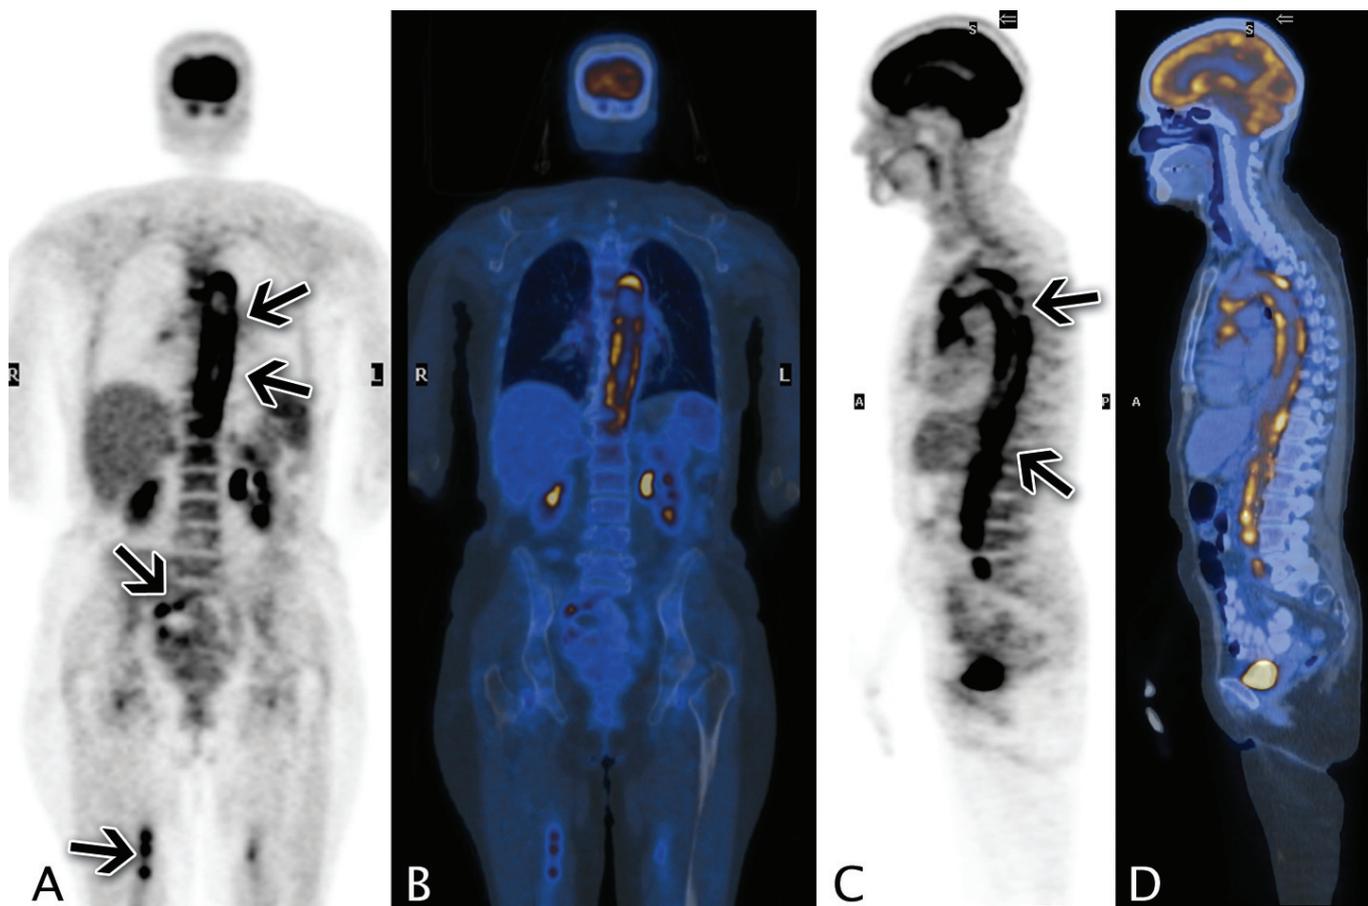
Imagem coronal (A) e sagital (C) de FDG PET e as imagens correspondentes de PET-CT em corte coronal (B) e sagital (D), que demonstram o metabolismo de glicose marcadamente aumentado ao longo das paredes da aorta e seus ramos principais. Esse padrão de captação de FDG sugere fortemente arterite.
